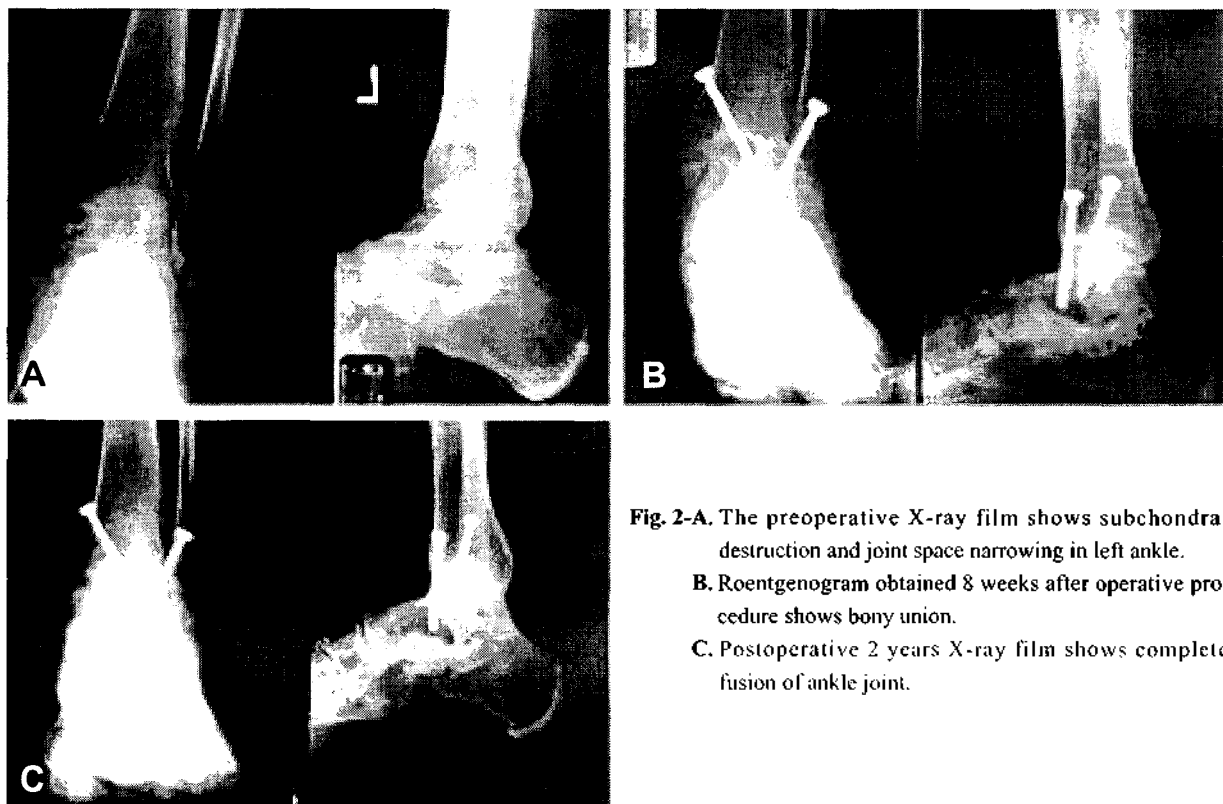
The preoperative X-ray film shows subchondral destruction and joint space narrowing in left ankle.
